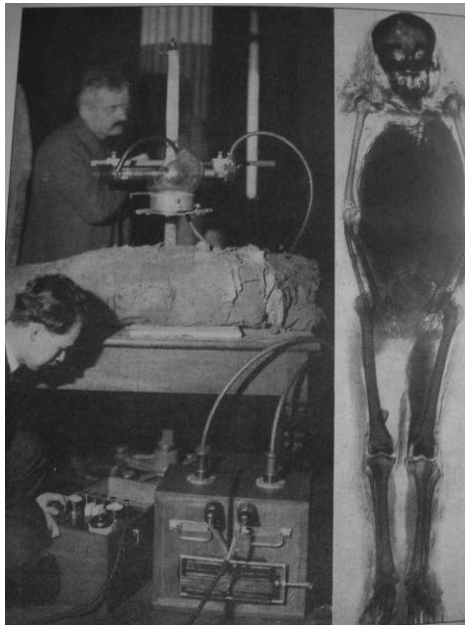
Radiographie d'une momie du Musée Guimet – Paris – 1926
